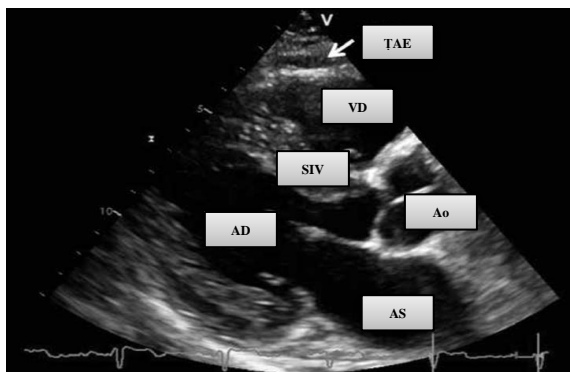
Imaginea ecografică a grosimii TAE este indicată de săgeată albă (Ao – aorta; TAE – țesut adipos epicardic; SIV – sept interventricular; AS – atriu stâng; VS – ventricul stâng; VD – ventricul drept) [70]
